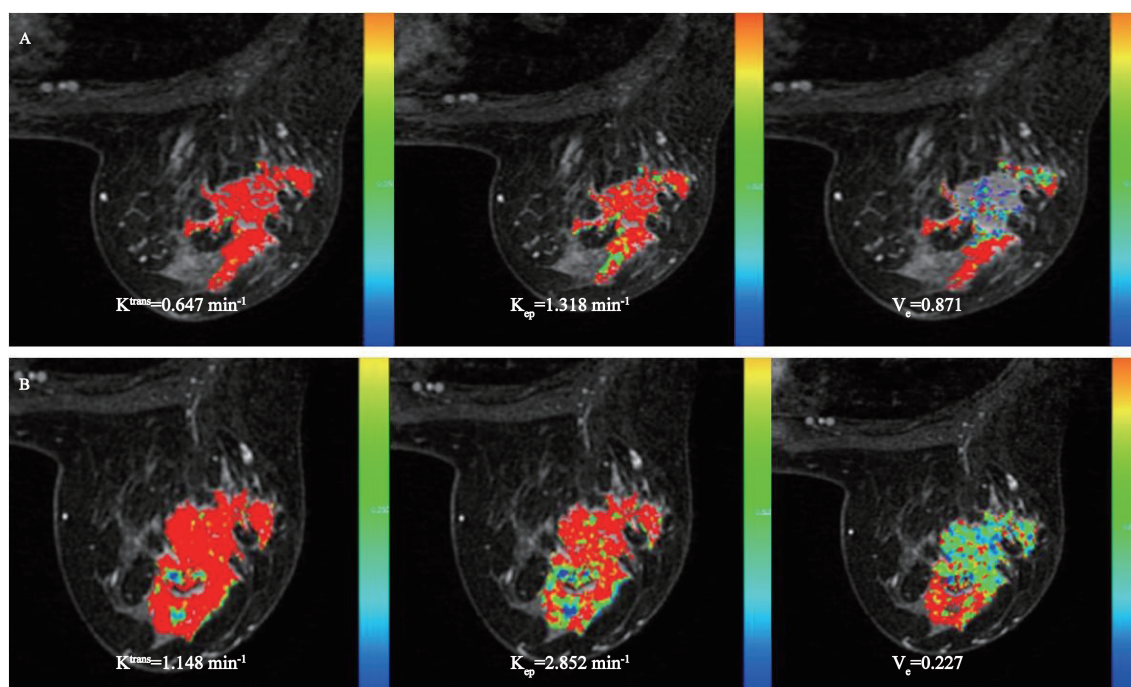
治疗无效组DCE-MRI各定量参数值的变化
